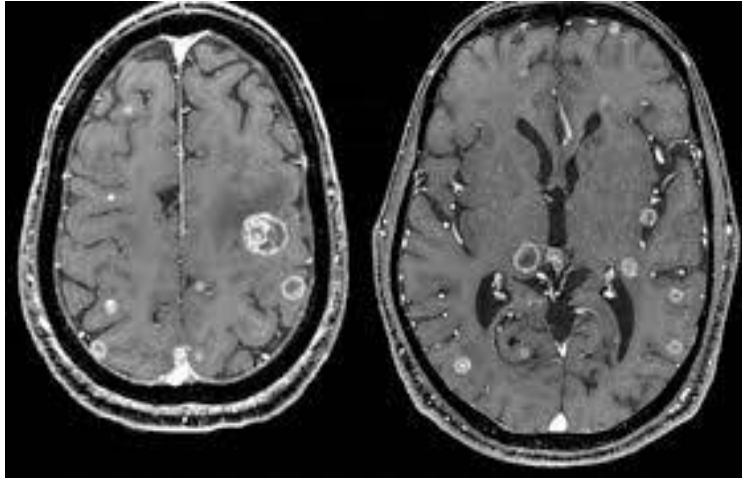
Metástasis cerebral visto en una Imagen de Resonancia Magnética.
